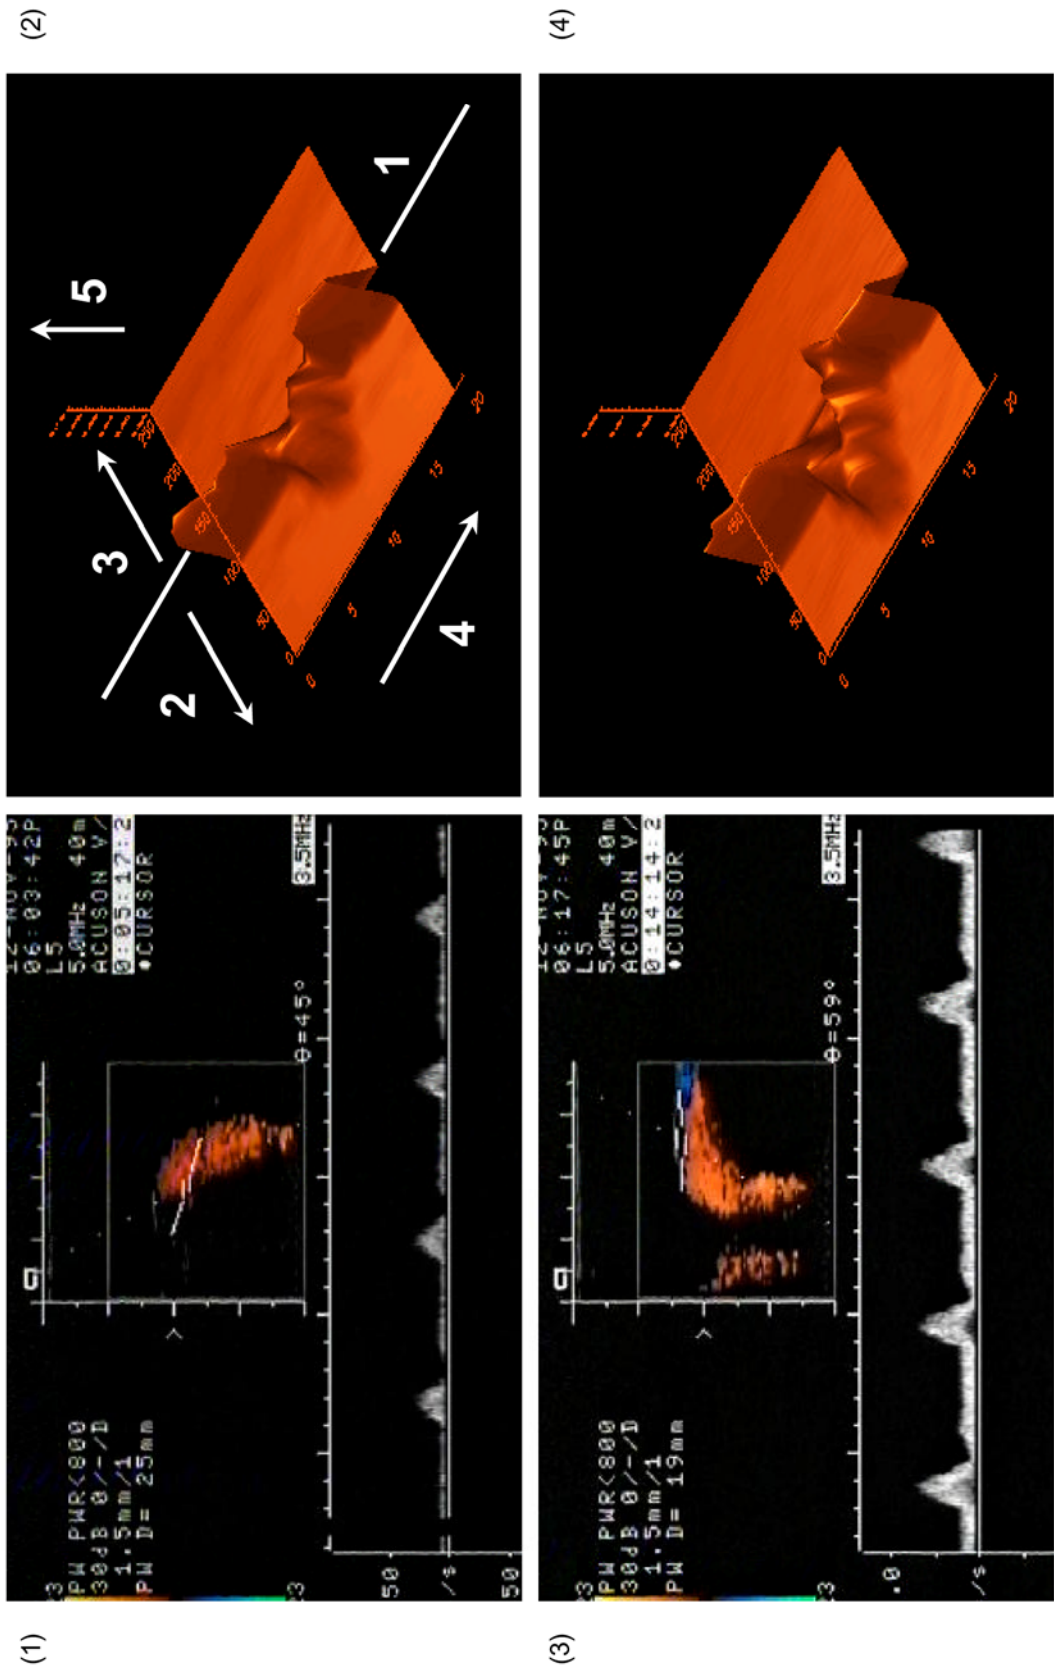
Vergleich der Tripexsonographie mit der 3D-Darstellung während einer Kreislaufaktion (Form: FCPP, Q=300 ml/min, PRP:PRD = 1:1) an den Meßpunkten 2 (oben) und 5 (unten). Bedeutung der Ziffern in Bild 2: 1 - Verbindungslinie der Ursprungsmatrizen, 2 - Frequenzanstieg für Hinstrom, 3 - Frequenzanstieg für Rückstrom, 4 - Zeitachse, 5 - Amplitude.
